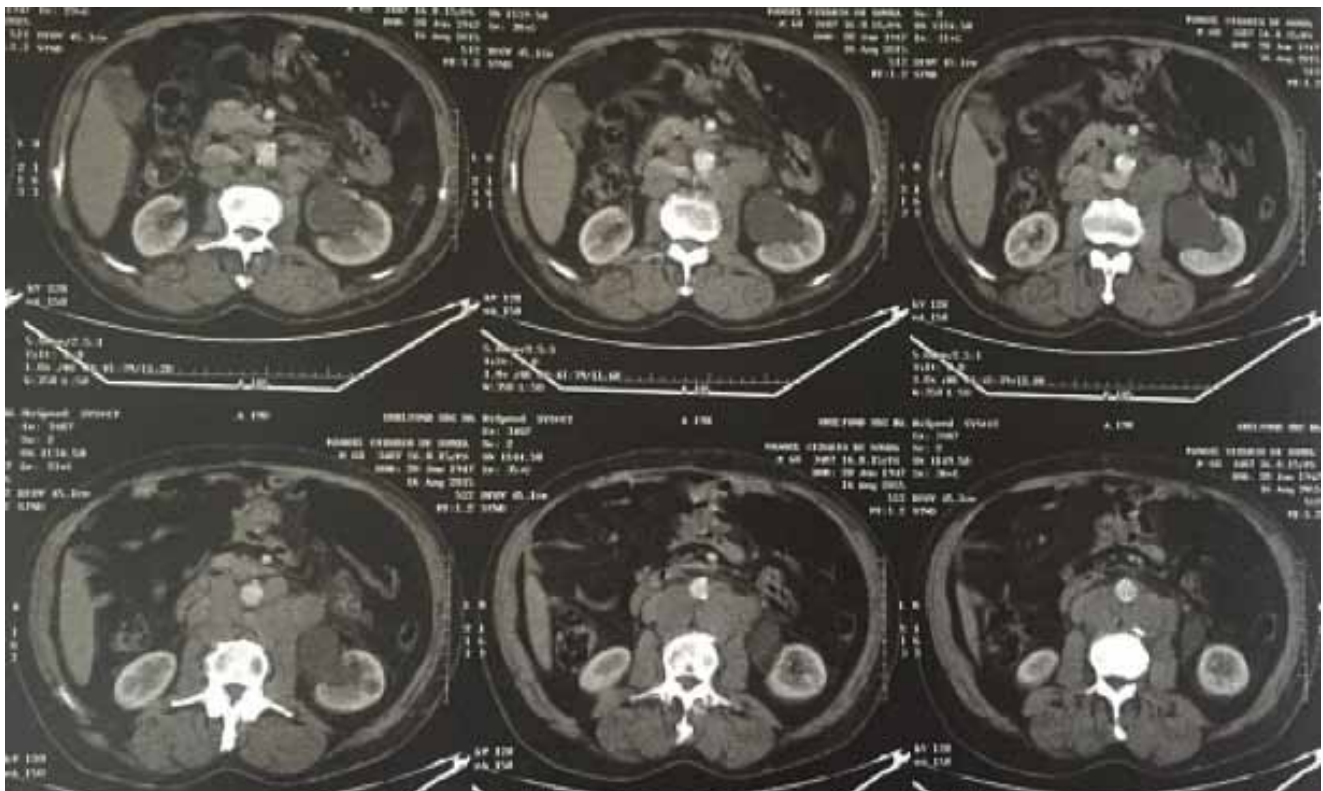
Tomografia Computadorizada em cortes axiais de abdôme superior com demonstração de dilatação piélica à esquerda com aglomerados linfonodais em íntima relação com os grandes vasos e ureter esquerdo
